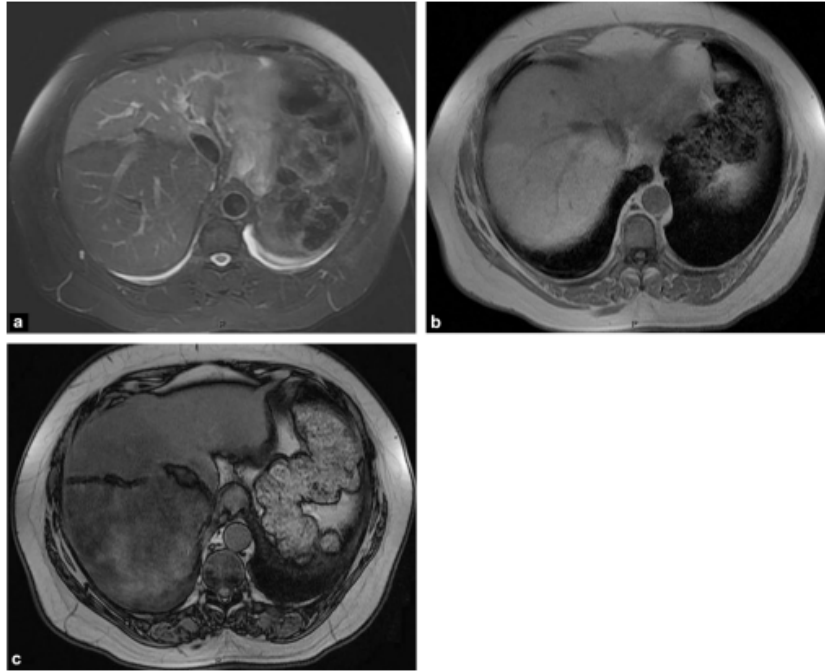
Stéatose hétérogène en IRM : a : présence d'un hypo signal marqué du foie droit sur la séquence en pondération T2 avec suppression du signal de la graisse ; b et c : le foie droit est hyper intense en pondération T1 en phase (b) et chute de signal en opposition de phase (c). À noter une zone frontière entre le foie stéatosique et moins stéatosique encore plus grasseuse.[48]
